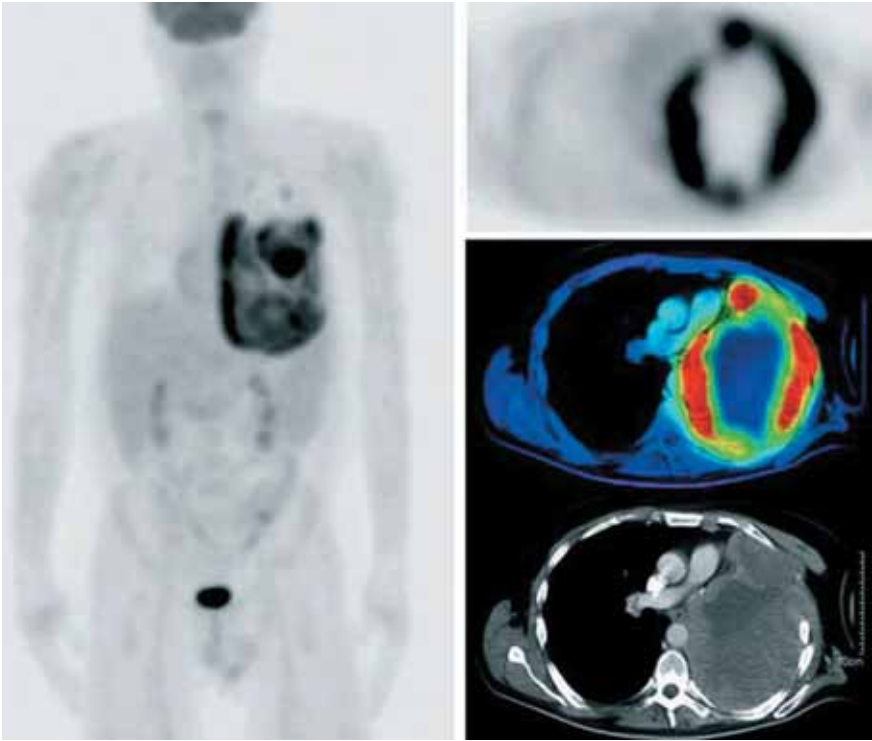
Визуализация злокачественной мезотелиомы плевры на компьютерной томографии и позитронно-эмиссионной томографии тела и грудной клетки с [^{18}F]флуоро-2-деoxy-D-glucose (^{18}F -FDG): активные области накопления ^{18}F -FDG в зоне локализации злокачественной мезотелиомы в плевре
